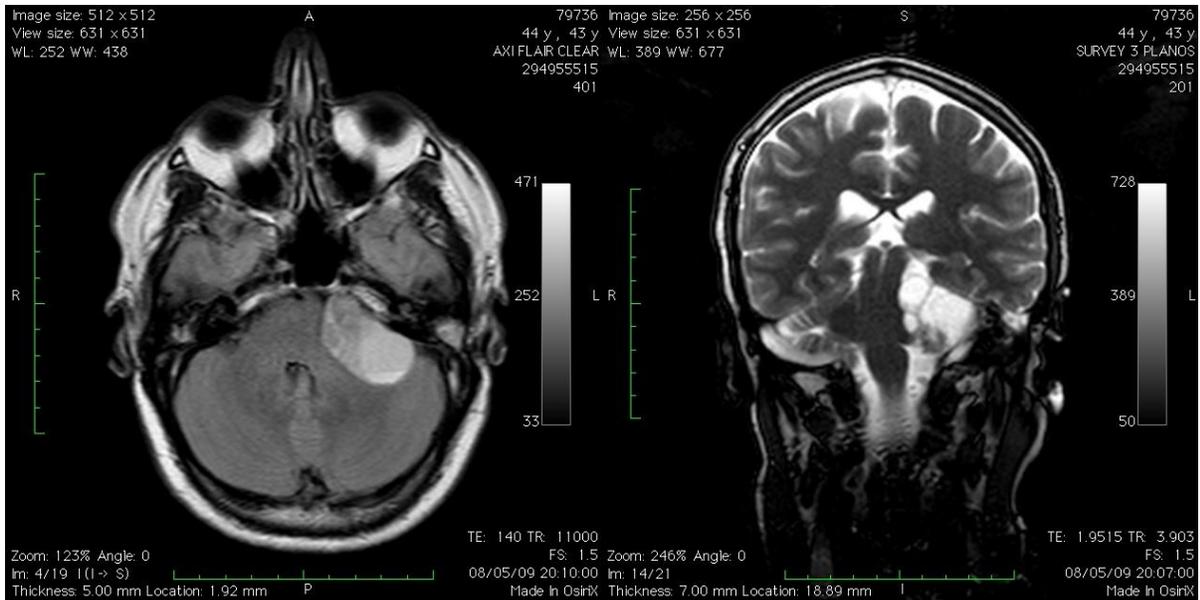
Ressonância Nuclear Magnética com lesão expansiva multilobulada em conduto auditivo interno esquerdo
